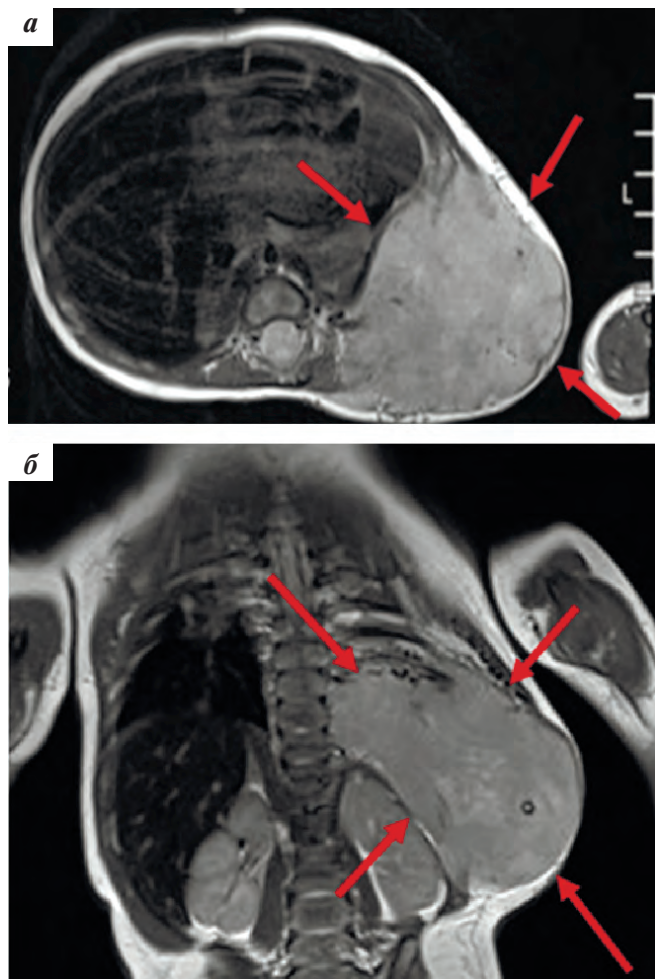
МРТ мягких тканей туловища с внутривенным болюсным контрастированием: а – аксиальная проекция; б – корональная проекция
